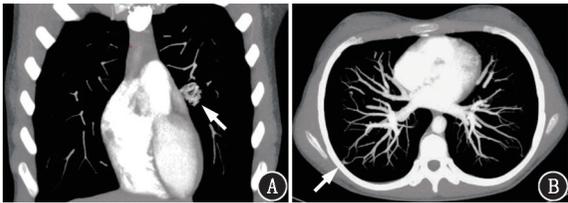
低氧血症患者(女,14岁)CT肺动脉造影(CTPA)图像。A.冠状位重建图像见左肺上叶动静脉瘘(箭头示);B.横断层重建图像见右肺下叶胸膜下另一较小的动静脉瘘(箭头示)
